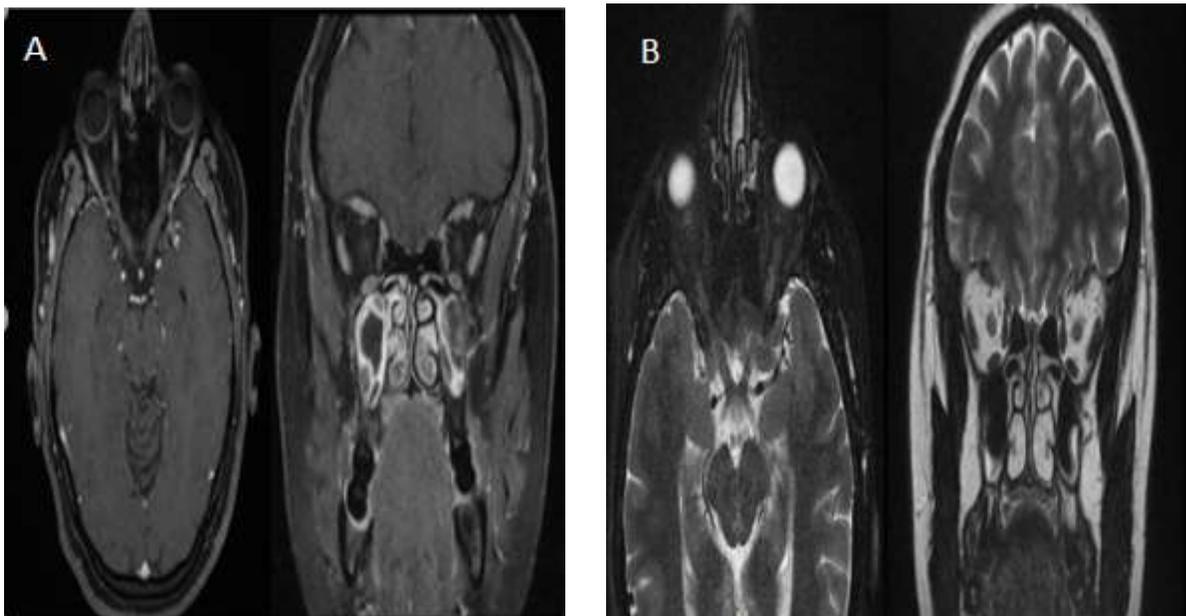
IRM cérébro-orbitaire de contrôle à 6 mois (A,B): axiale et coronale T2 et T1 injectée : Régression quasi totale du rehaussement du nerf optique droit dans sa portion cisternal.
